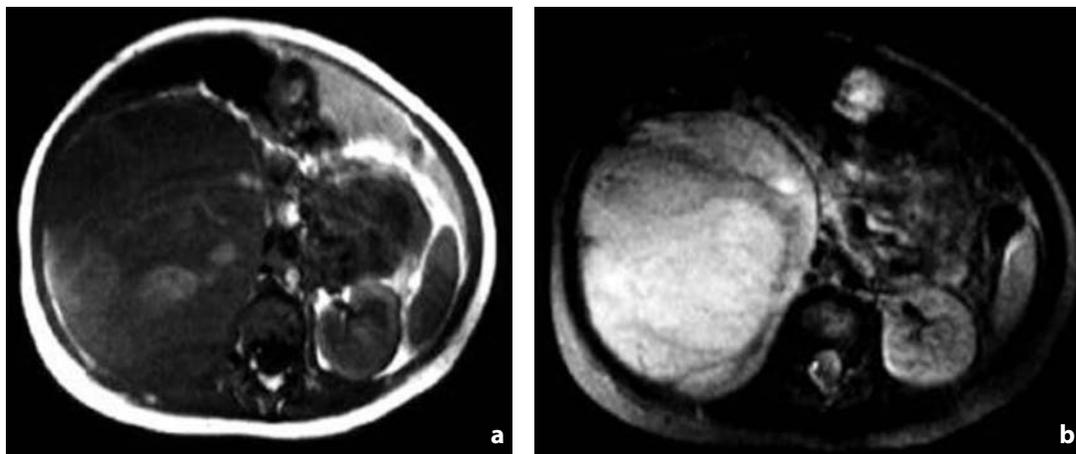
RM: tumore di Wilms del rene destro. La lesione ha struttura prevalentemente ipointensa in T1 (a) ed iperintensa in T2 (b)
